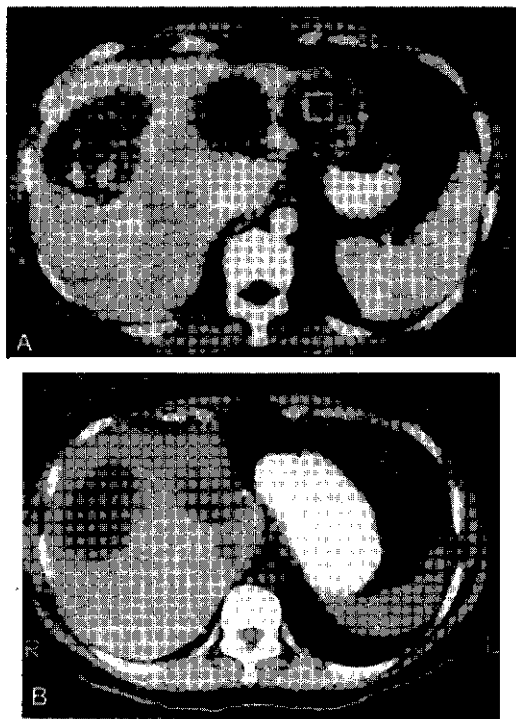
A. TC que muestra tres quistes hidatídicos de hígado, uno en el lóbulo derecho, otro en el segmento medio y el tercero en el lóbulo izquierdo. B. TC obtenida en el mismo paciente luego de haber sido sometido a la resección del segmento lateral izquierdo, evacuación y destachamiento del quiste del segmento medio y evacuación y cierre del quiste del lóbulo derecho.
